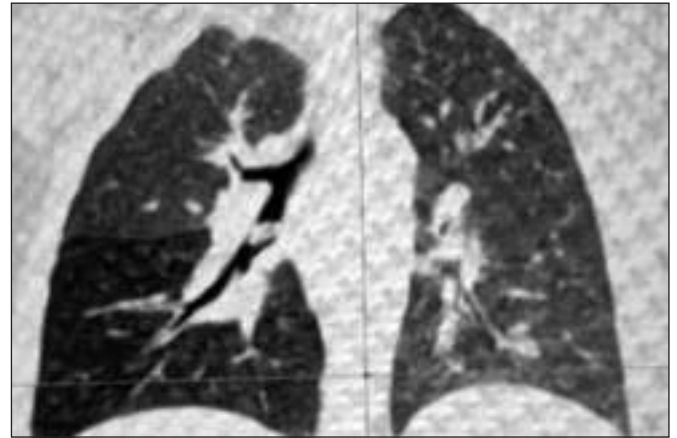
Фронтальный скан КТ ребёнка 1 года 3 мес: на уровне правого межреберного бронха определяется тень инородного тела. Повышение пневматизации средней и нижней долей правого лёгкого.
